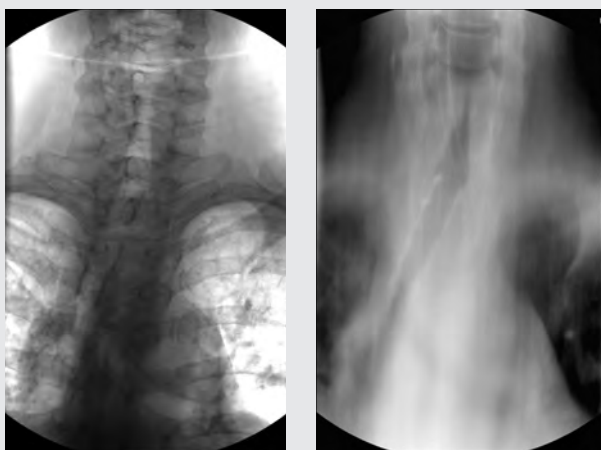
Линейная томограмма при сдавлении трахеи извне: до (а) и после (б) установки силиконового стента
